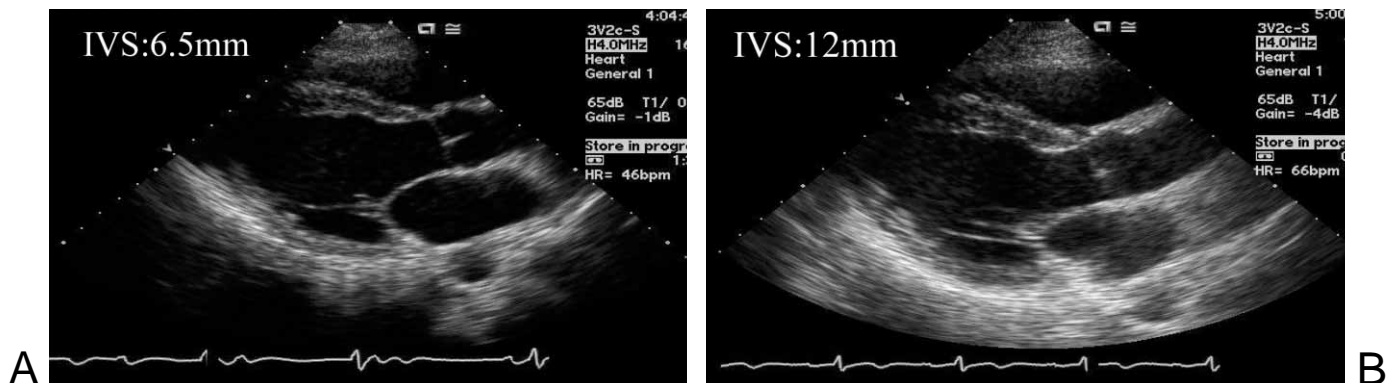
Ultrasonic echocardiograms showing (A) thinning of the basal portion of the ventricular septum before steroid therapy and (B) improvement of the thinning of the basal portion of the ventricular septum after
